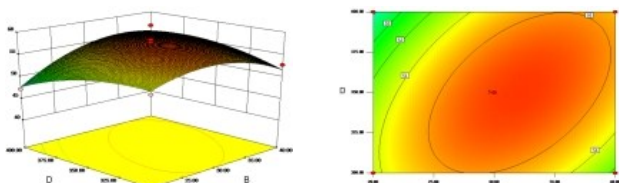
Response surface and contour plots of the interactive effects of liquid-solid ratio and ultrasonic power on total triterpenes extraction
